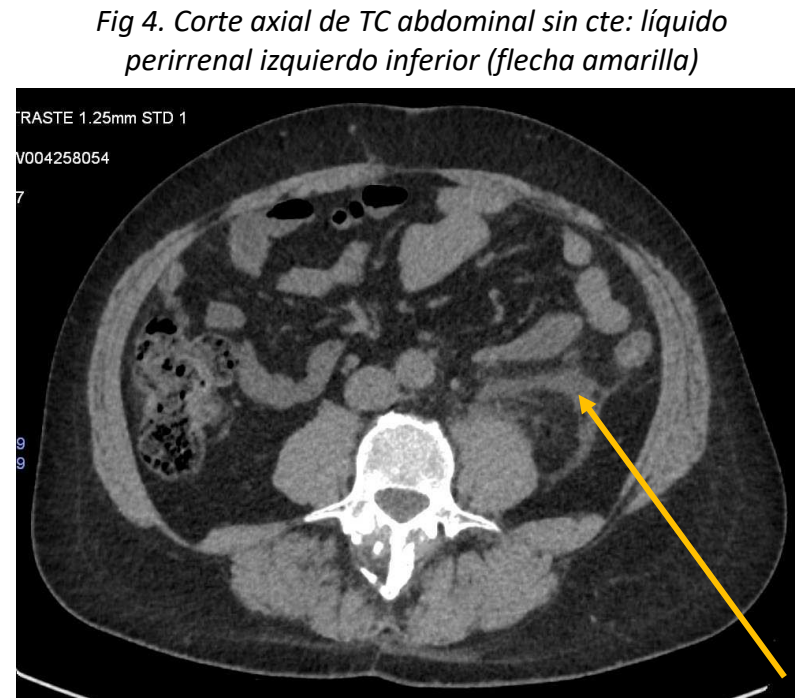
Corte axial de TC abdominal sin cte: líquido perirrenal izquierdo inferior (flecha amarilla)
